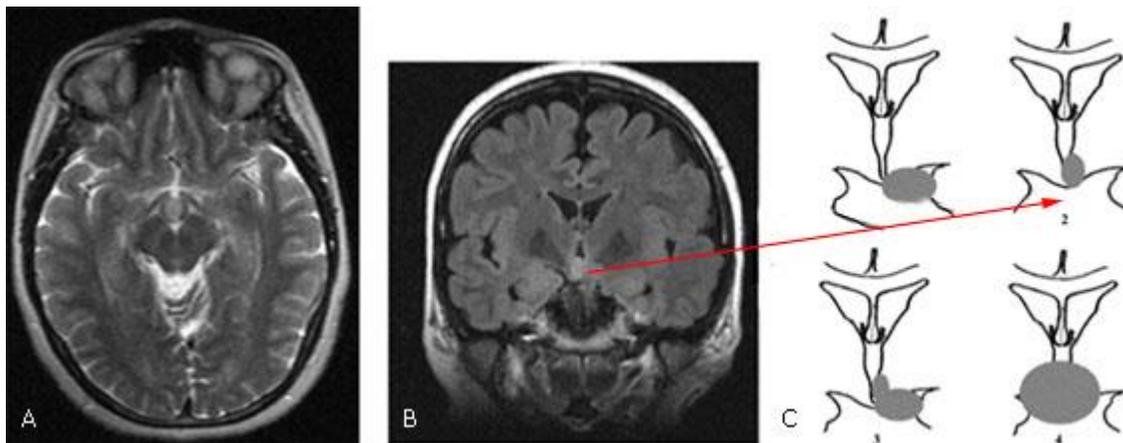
Hamartoma hipotalámico (ver flecha). A) RMN corte axial, B) Corte sagital y C) Representación de la clasificación de Delalande y Fohlen 2013, tipo 2.
